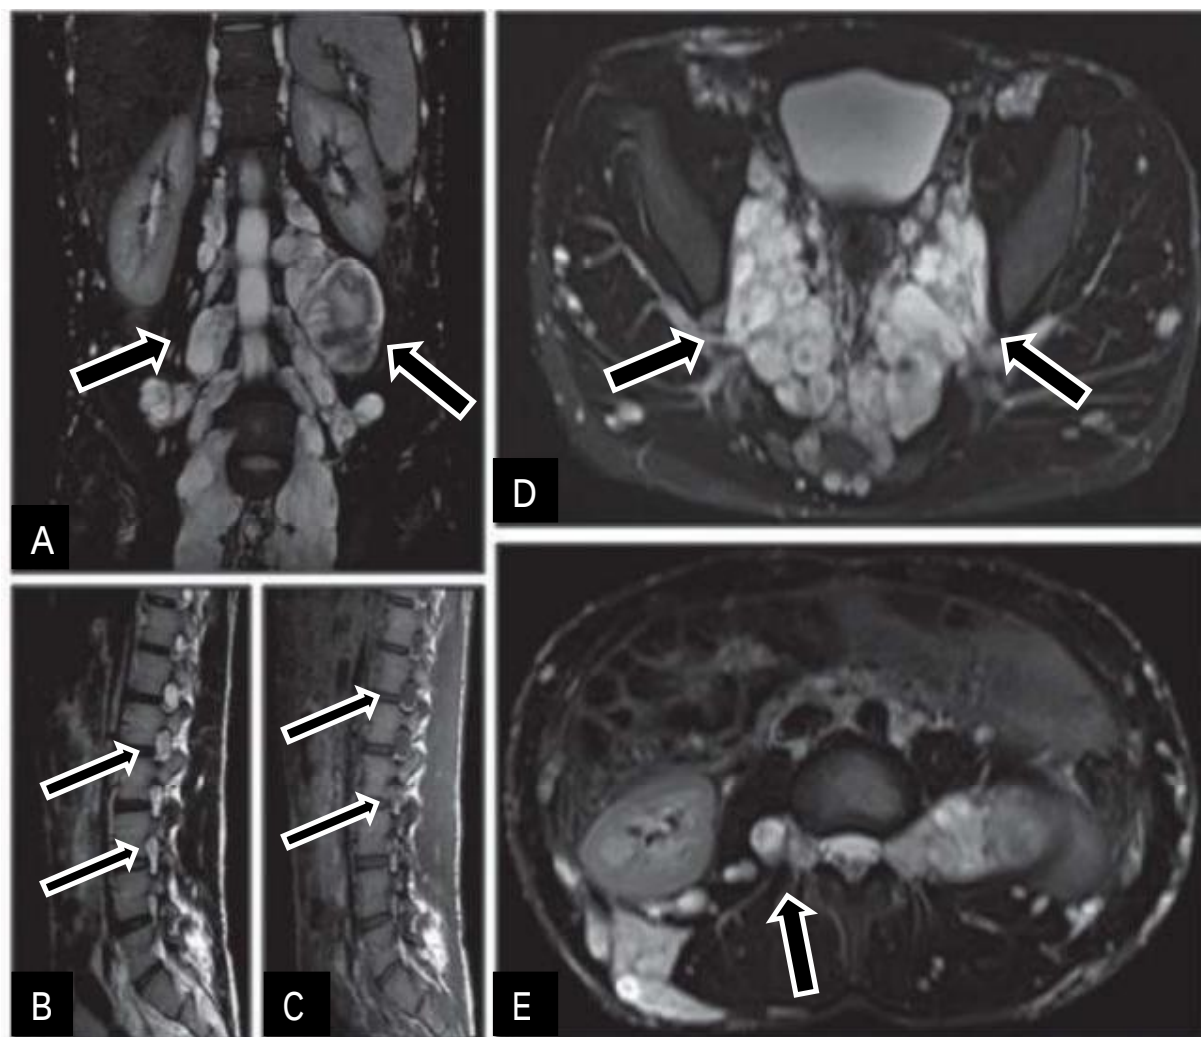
Patient de 20 ans. IRM de l'étage lombaire en reconstruction (A) coronale, (B et C) sagittales et (D et E) axiales : Neurofibromes spinaux multiples hyperintenses en T2 [57].
